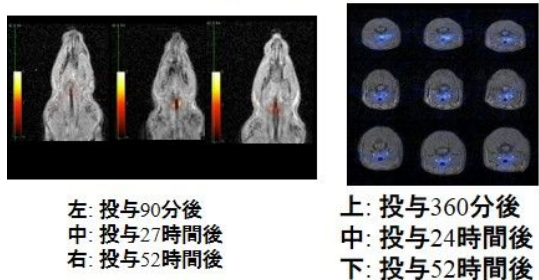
¹²⁴I の甲状腺集積の経時変化 PET 画像(ヨウ素前処置)
